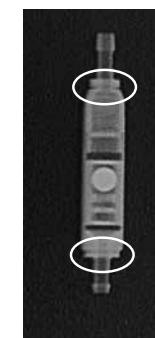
Radiograph of a paed/GAV (9/24 cmH<sub>2</sub>O)
